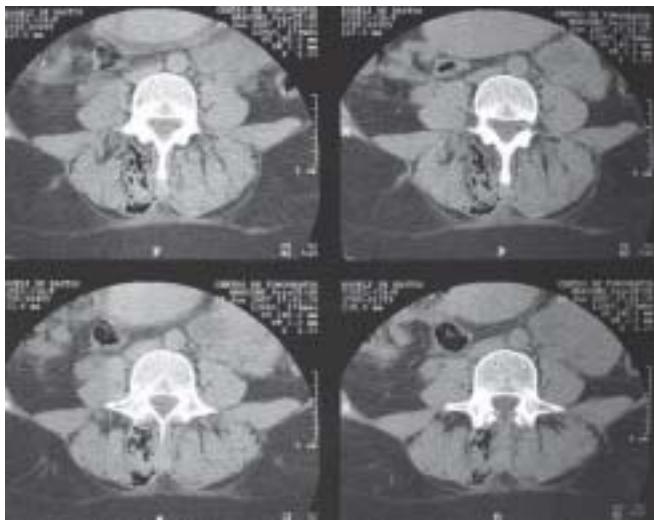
Tomografia Axial Computadorizada da Coluna Lumbar.
